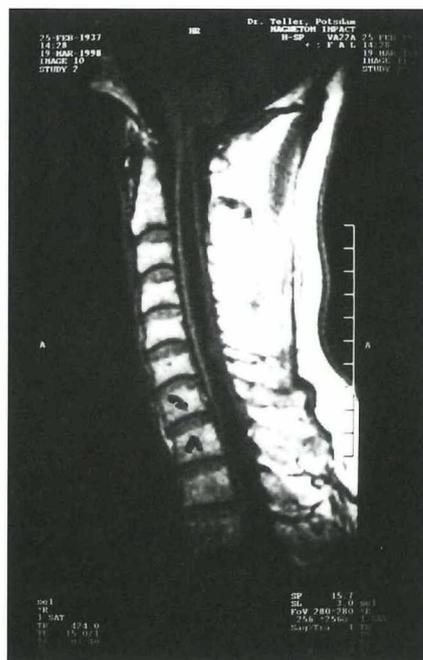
MRT der HWS in T1-Gewichtung im sagittalen Schnittbild
